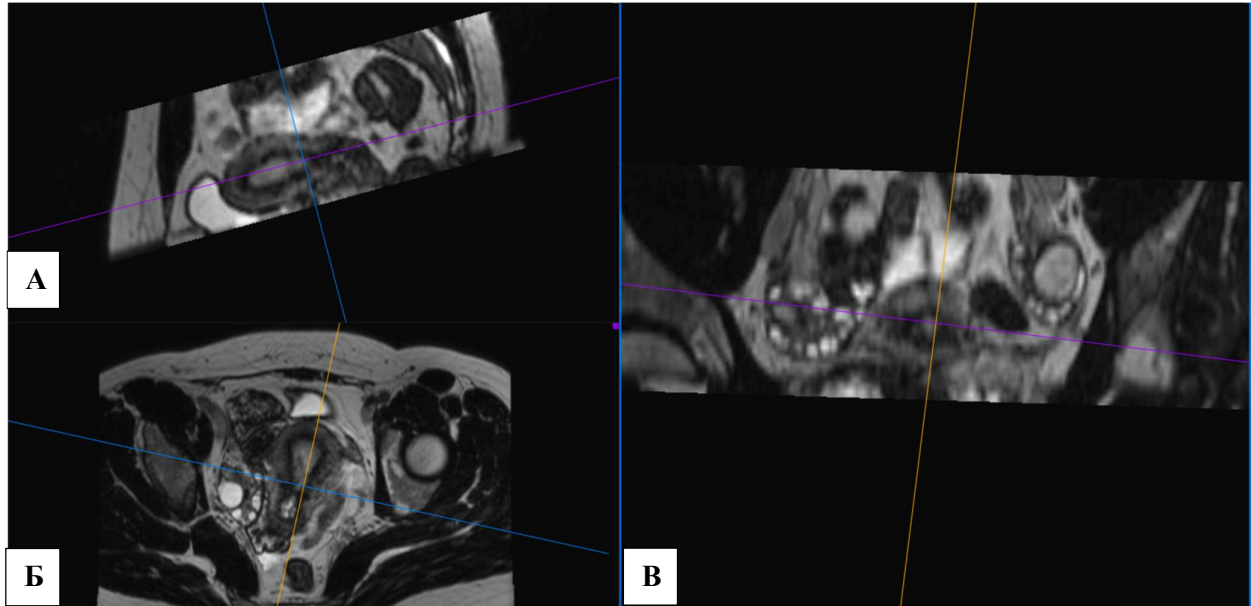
МР-томограммы, T2 SPACE ВИ, 3D реконструкция (MPR). Очаговая форма аденомиоза. А) сагиттальная плоскость; Б) аксиальная плоскость; В) корональная плоскость. В области левого тубного угла дифференцируется очаг аденомиоза.
